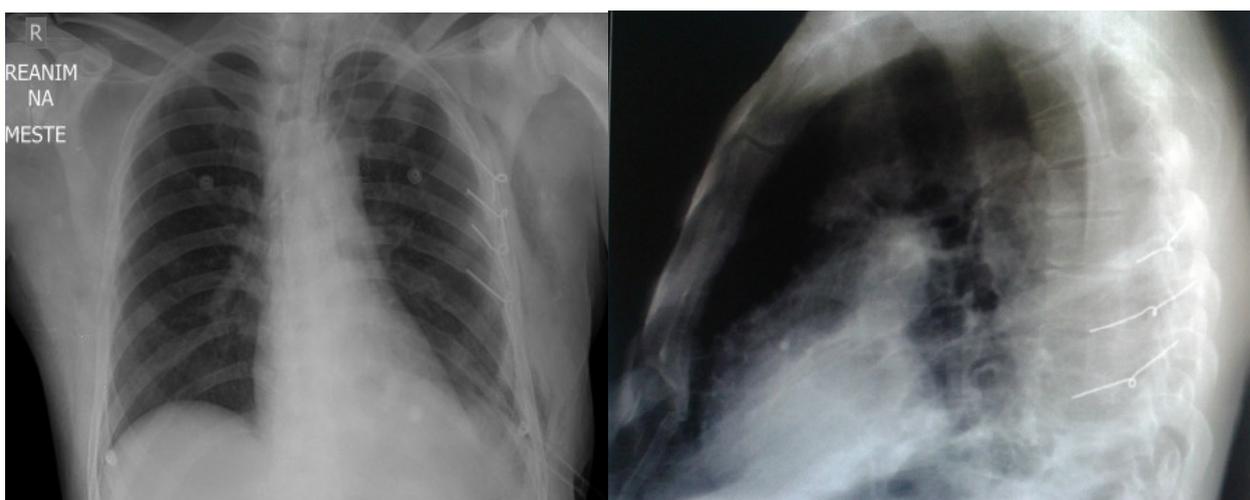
Контрольная рентгенограмма в прямой и боковой проекциях - стояние синтезированных отломков удовлетворительное.
